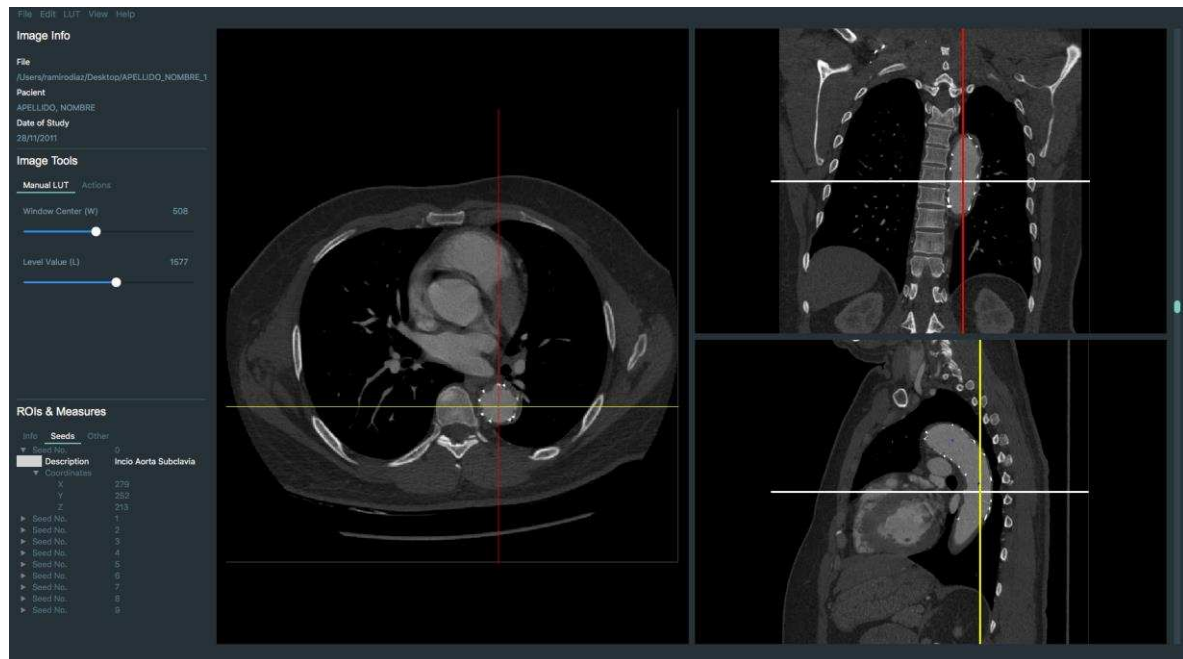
Interface de la herramienta con vistas axial, coronal y sagital de un estudio de CT centrado en la aorta del paciente.
